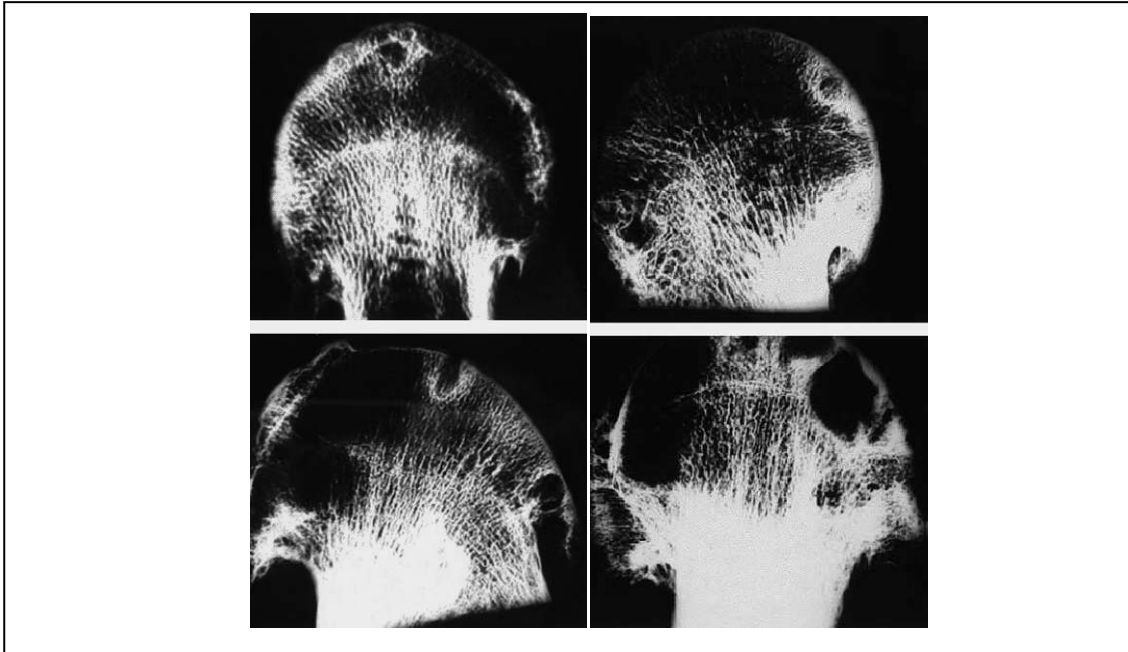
Radiografías de contacto de cortes de cabeza femoral artrósicas. Adaptado de Forriol Campos, 2002^[14].
